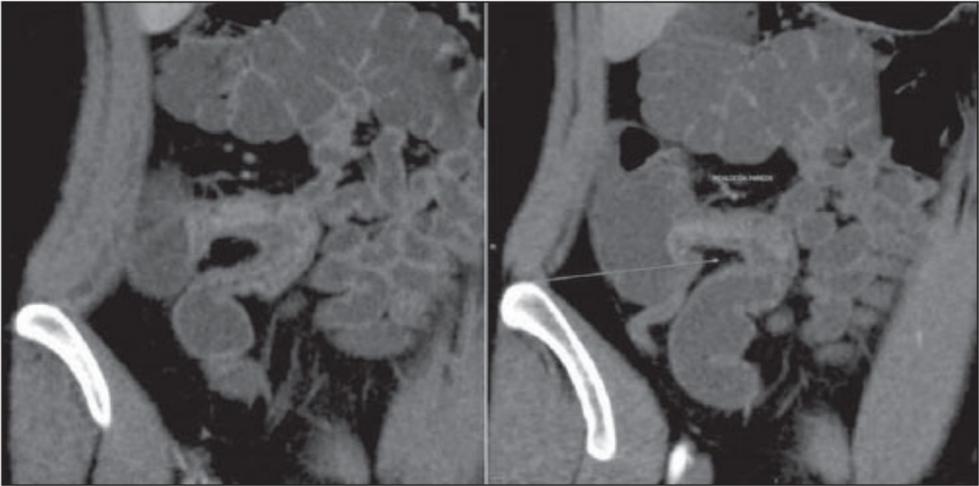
enterografia de um Tomografia Computadorizada (CTE) de um paciente de 22 anos de idade, sexo feminino, proteína C reativa levemente aumentada, indicativo de doença de Crohn com atividade inflamatória leve. Espessamento em grau leve a moderado das paredes do íleo terminal associado a estratificação parietal leve aumento do realce pelo meio de contraste intravenoso. ¹⁶
